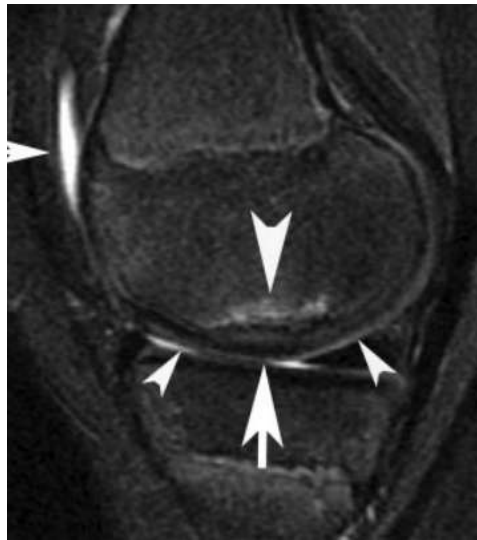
Рисунок №12. МРТ коленного сустава пациента В., 14 лет, режим PDFS.
